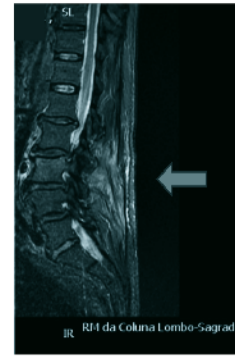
Imagem da RMN – “Alterações inflamatórias na periferia de L2/L3 e L3/L4, com componente epidural anterior e estenose do canal raquidiano, com prováveis conflitos meníngeos, mas sem alterações destrutivas ósseas típicas de espondilodiscite e sem coleções abcedadas bem organizadas.”
